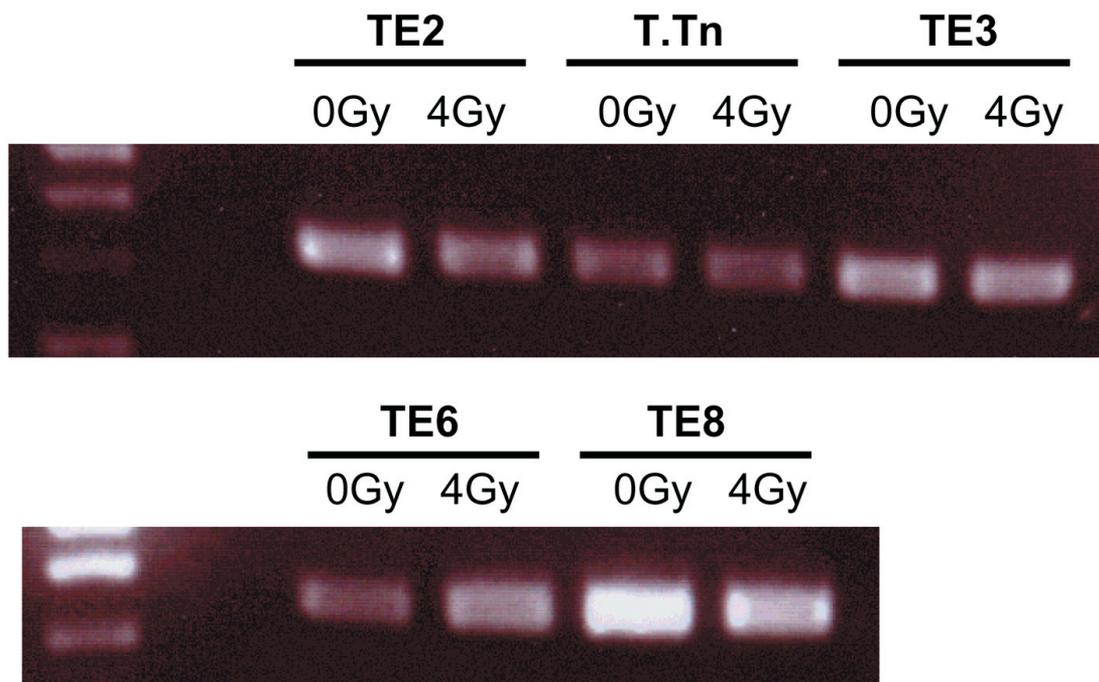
X線照射に伴う EGFR RNA の発現レベルの変化
